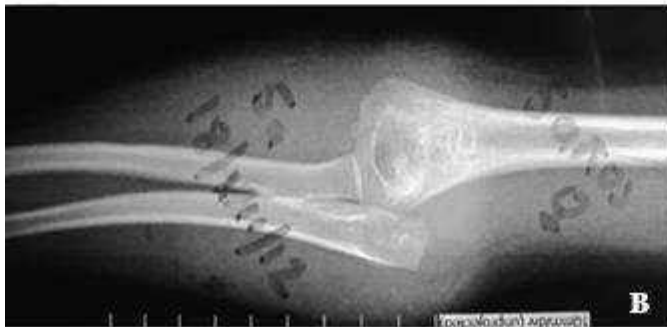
Radiografías y foto que muestran luxación del codo derecho y fractura del epicóndilo lateral.
